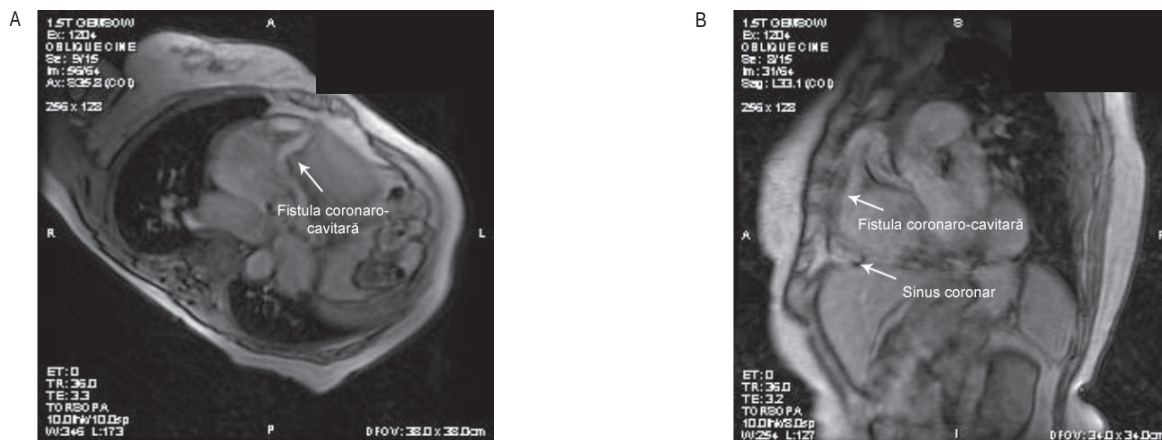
Examen rezonanță magnetică: modificări vasculare cu caracter malformativ, cu dilatație marcată de sinus coronar și traiect vascular aberant de aspect fistulos, ce conectează aparent originea arterei coronare drepte cu sinusul coronar.
